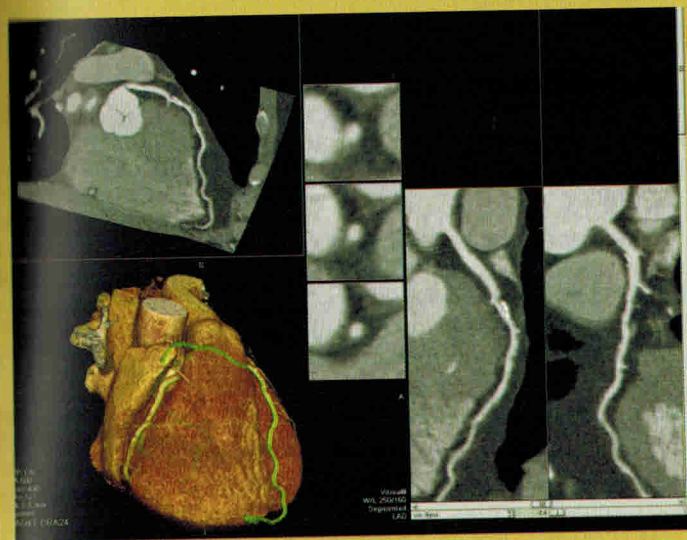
Компьютерные томограммы. Гемодинамически незначимый стеноз проксимальных и средних отделов передней межжелудочковой артерии смешанными атеросклеротическими бляшками
